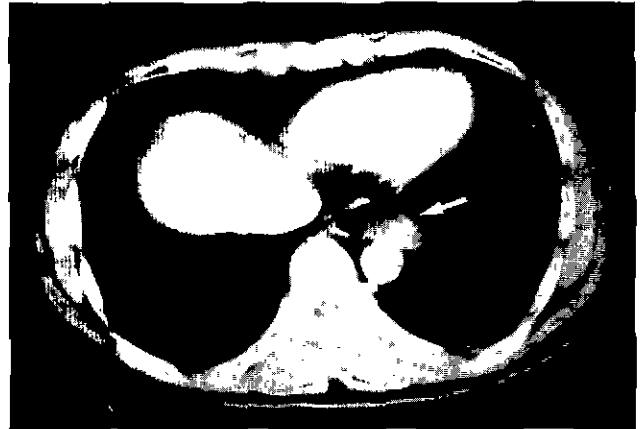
Preoperative CT scan White arrow indicates leiomyoma This patient received enucleation by VATS(left side approach)
